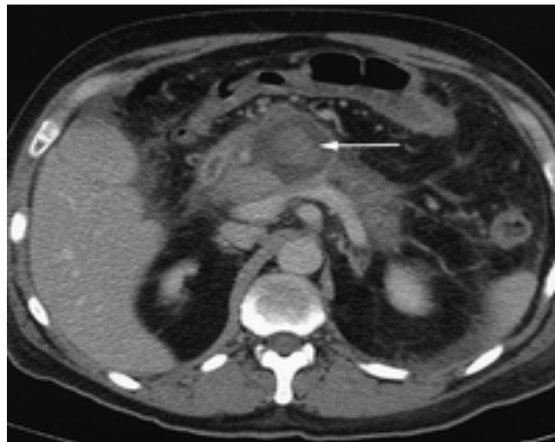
En la TAC muestra la presencia de múltiples lesiones dentro de la glándula pancreática con zonas de necrosis en su interior
